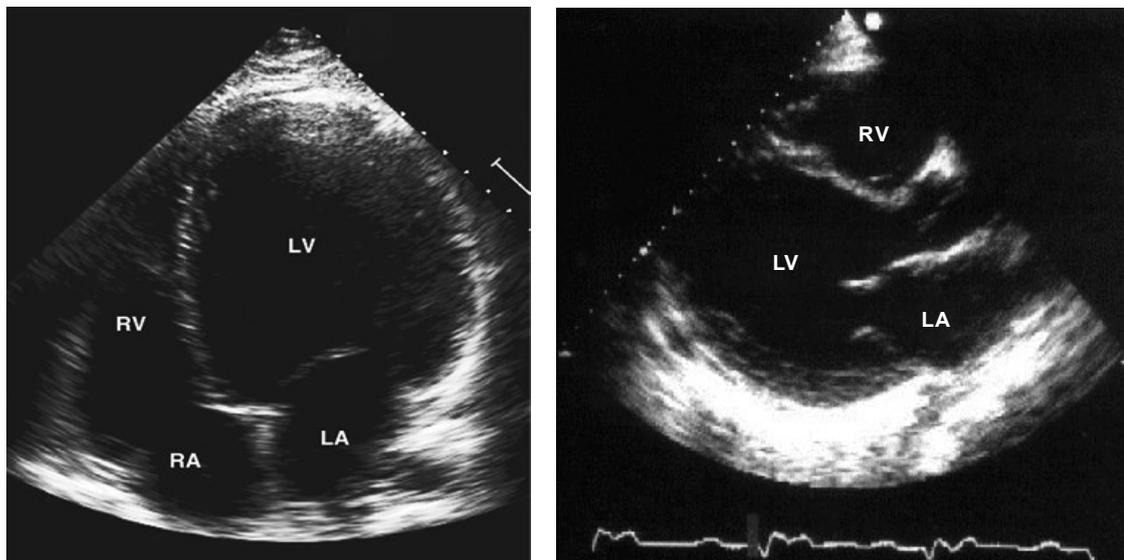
Эхокардиография при дилатационной кардиомиопатии, значительное увеличение полости левого желудочка
